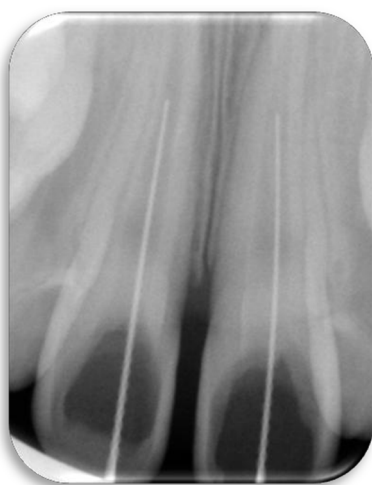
Primer intento de radiografía digital empleando RVG para la conductometría. Evidencia una odontometría corta y tercio apical recortado.
